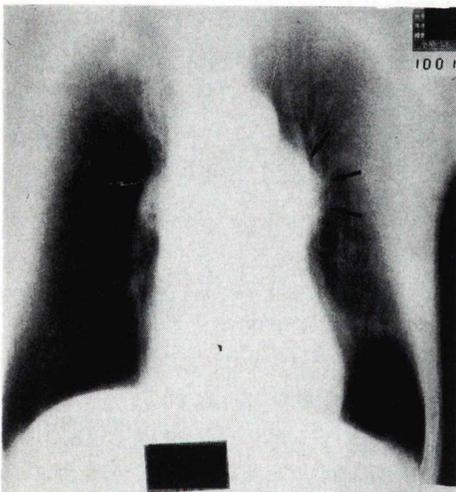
X-ray tomographic finding shows large abnormal shadow in left hilar area (black arrows).
